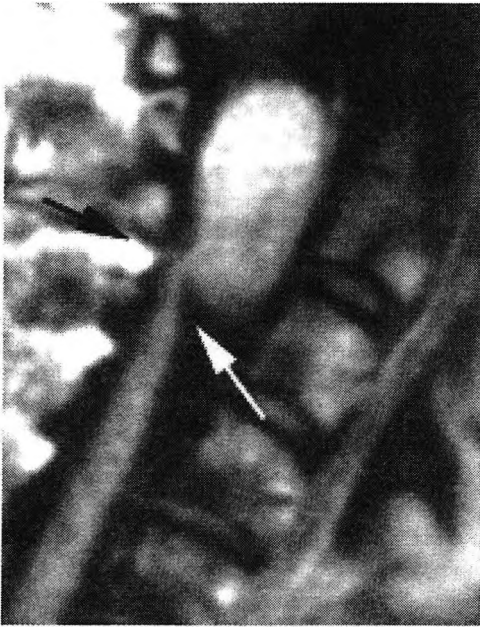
RMN, en posición lateral, que muestra la existencia de un Neurinoma cervical a nivel del atlas y el axis. Las flechas negra y blanca delimitan la estrechez de la médula a causa de la compresión del tumor.
